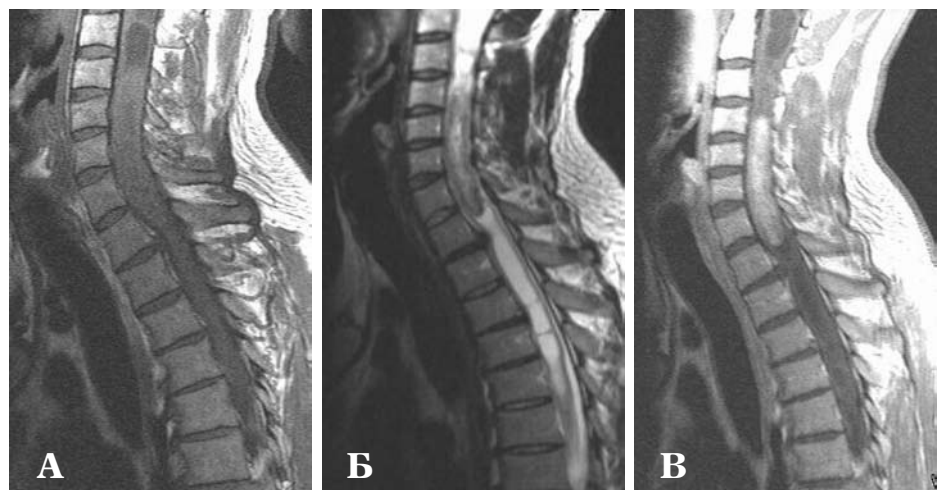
Томограма. Епендімома шийно-грудного відділу спинного мозку. T1-ЗЗ в сагітальній площині (А) — наявність дифузних кіст з рівня C₁ до нижньогрудного рівня, на фоні яких погано визначається ізоінтенсивна щодо спинномозкової рідини пухлина. T2-ЗЗ в сагітальній площині (Б) — наявність пухлини на рівні C_{1v}–T₁. По нижньому контуру пухлини визначається гіпоінтенсивний обідок (симптом капелюха). T1-ЗЗ в сагітальній площині після контрастного підсилення (В) — інтенсивне підсилення за вузловим типом. Детальний аналіз даних МРТ дозволив правильно встановити гістологічний діагноз до операції.
